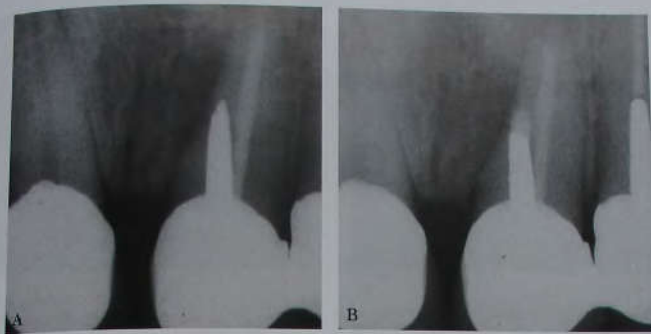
А и В. Лечение перфорированного штифтом корня: (А) перфорация корня верхнего центрального резца и (В) рентгенограмма через 5 лет после хирургического лечения дефекта с материалом IRM (DENTSPLY/Caulk).
